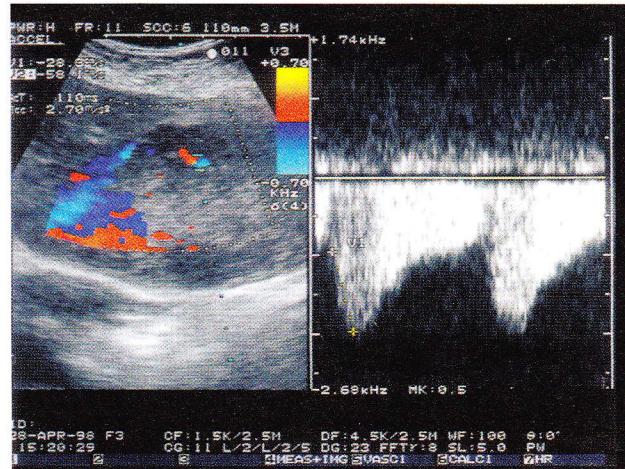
An hypoechoic metastatic nodule of the left lobe of the liver. Color Doppler shows signals inside the tumour with high peak frequency (-2Hz) at spectral analysis.
